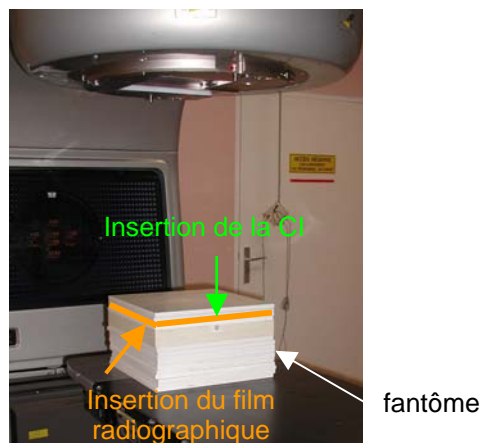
9 : Photo du fantôme parallélépipédique utilisé pour les contrôles qualité pré-traitement en RCMI, effectués à l'aide de la chambre d'ionisation et du film radiographique
